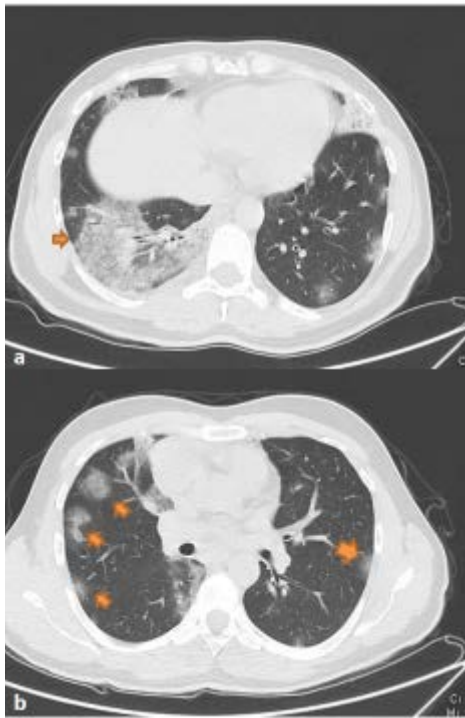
a) Axial CT scan shows that subsegmental consolidation (arrow)
